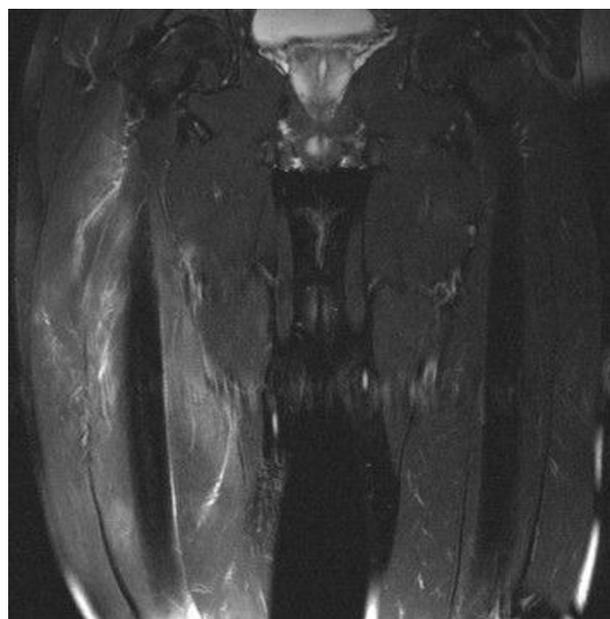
IRM musculaire des quadriceps, coupe coronale en séquence T2 : augmentation du signal et du volume du quadriceps droit.
